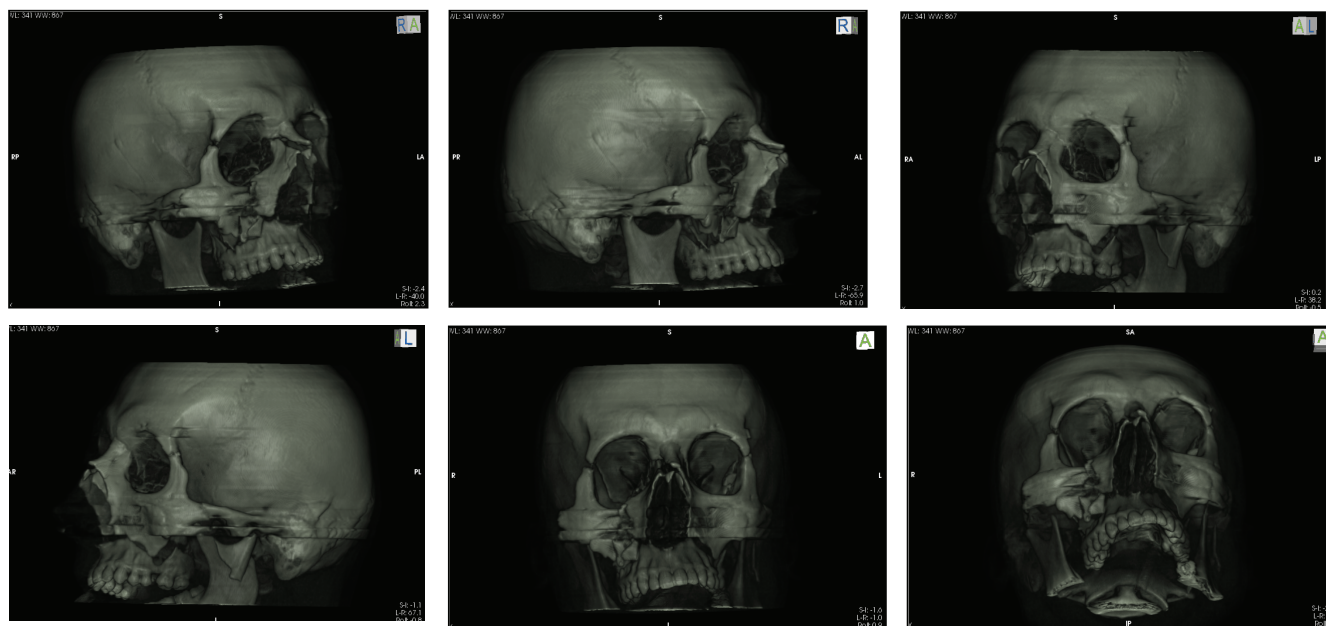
Спиральная компьютерная томография при переломах скуло-верхнечелюстного комплекса
